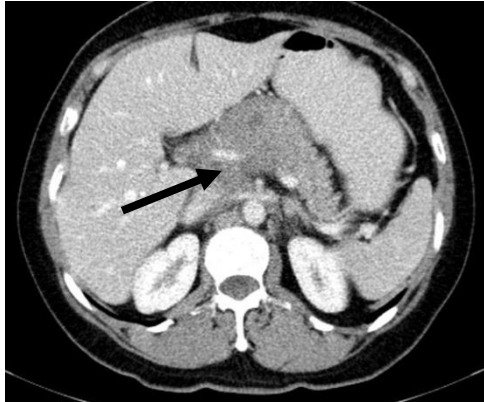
TC AP pretratamiento con actividad a nivel pancreático (Flecha negra).
